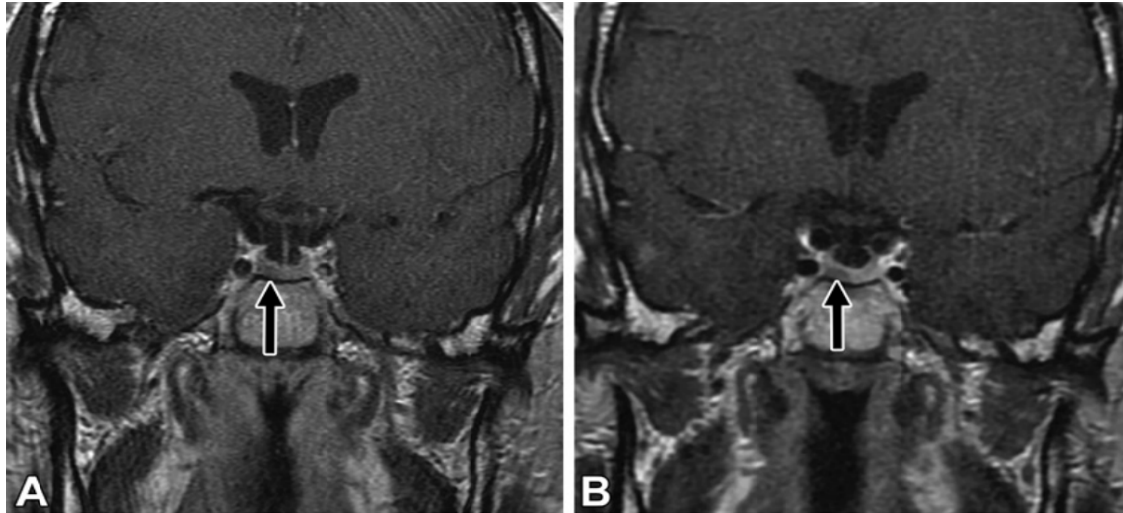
A. Image IRM en séquence T1 coupe coronale objectivant une lésion hypointense latéralisée à droite de l'antéhypophyse. B. Image IRM dynamique en séquence T1 coupe coronale objectivant un rehaussement lent et retardé de la lésion, augmentant la probabilité d'un microadénome [271]
